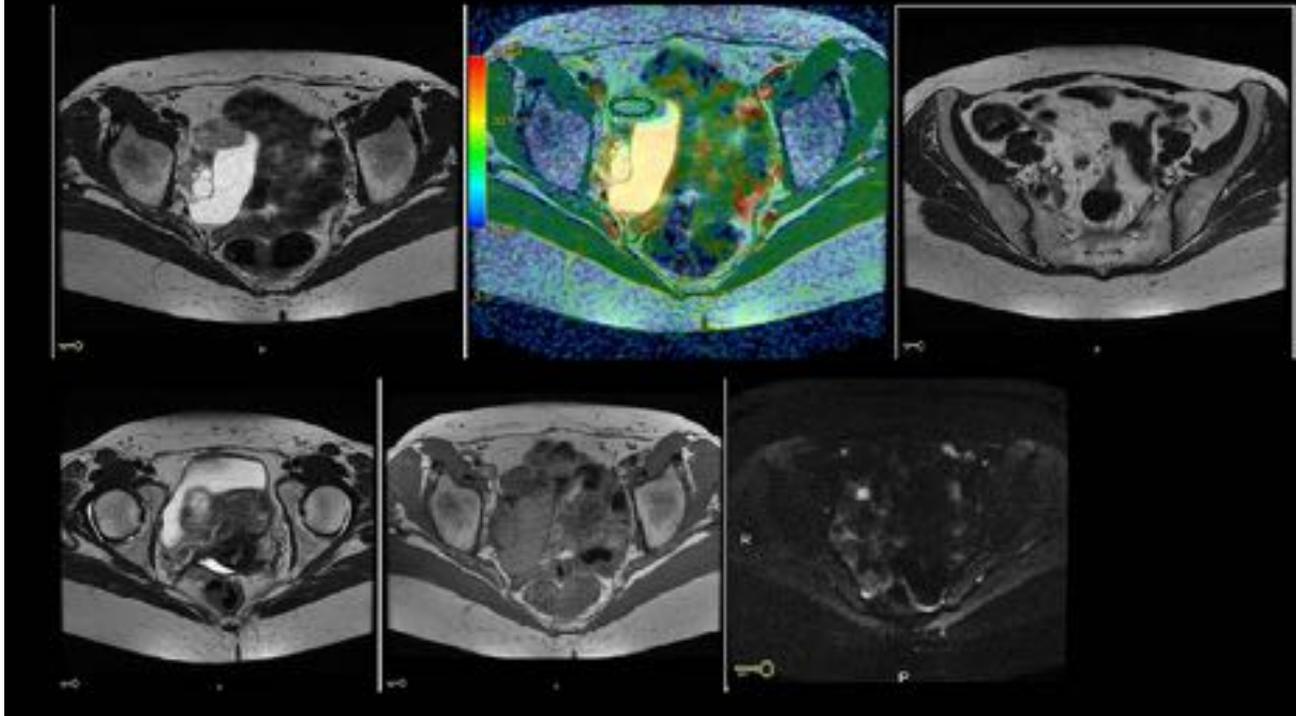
CASO ¿Cuál sería el diagnóstico según los hallazgos RM mostrados?
